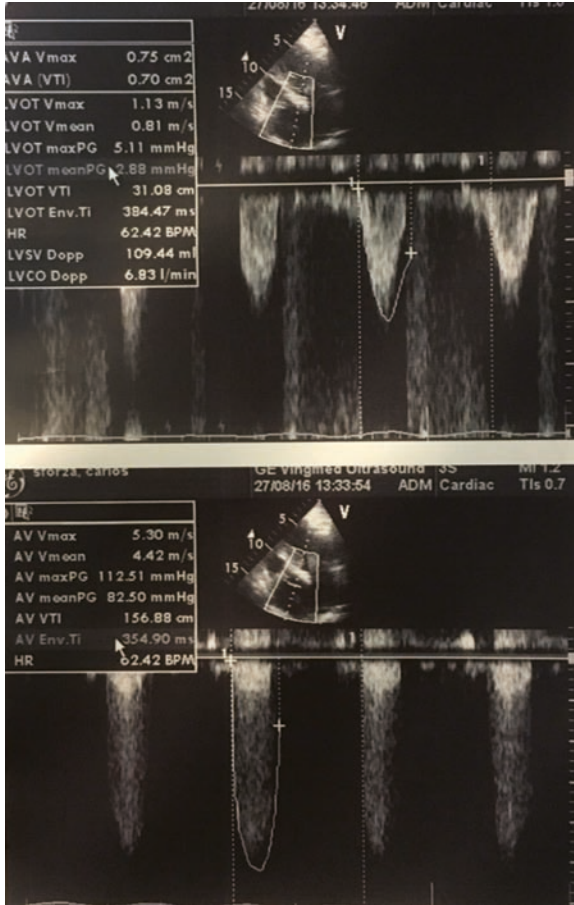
Ecocardiograma Doppler de ingreso.
